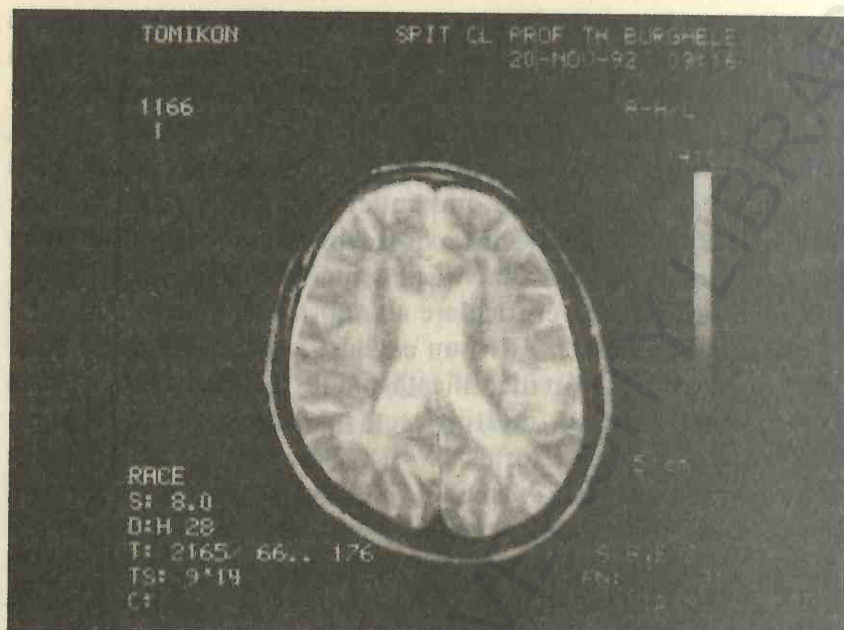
Examen IRM cerebral. Leukoaraiosis (hiperintensități difuze, periventriculare bilateral, pe imaginile ponderate în T_2) la un bolnav de 61 ani.
